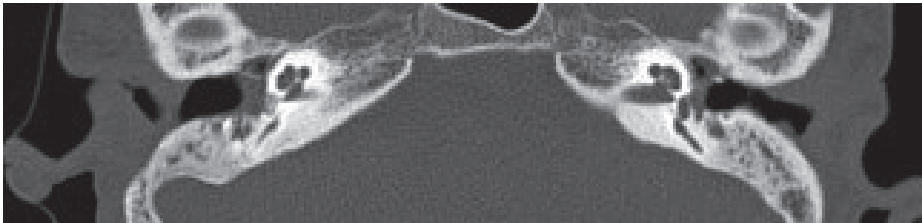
TC de alta resolución del hueso temporal en un paciente con OMCS bilateral mostrando esclerosis bilateral del mastoide con engrosamiento del tejido blando en ambos oídos y remanentes osiculares visibles
